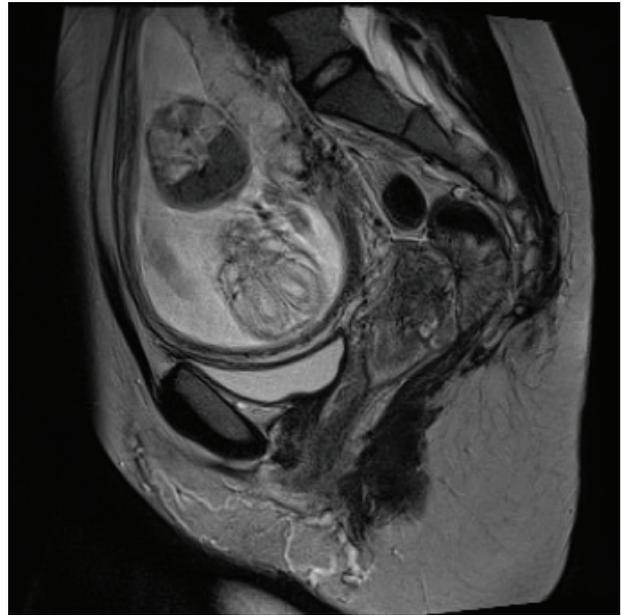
Resonancia magnética pélvica. Corte sagital.
